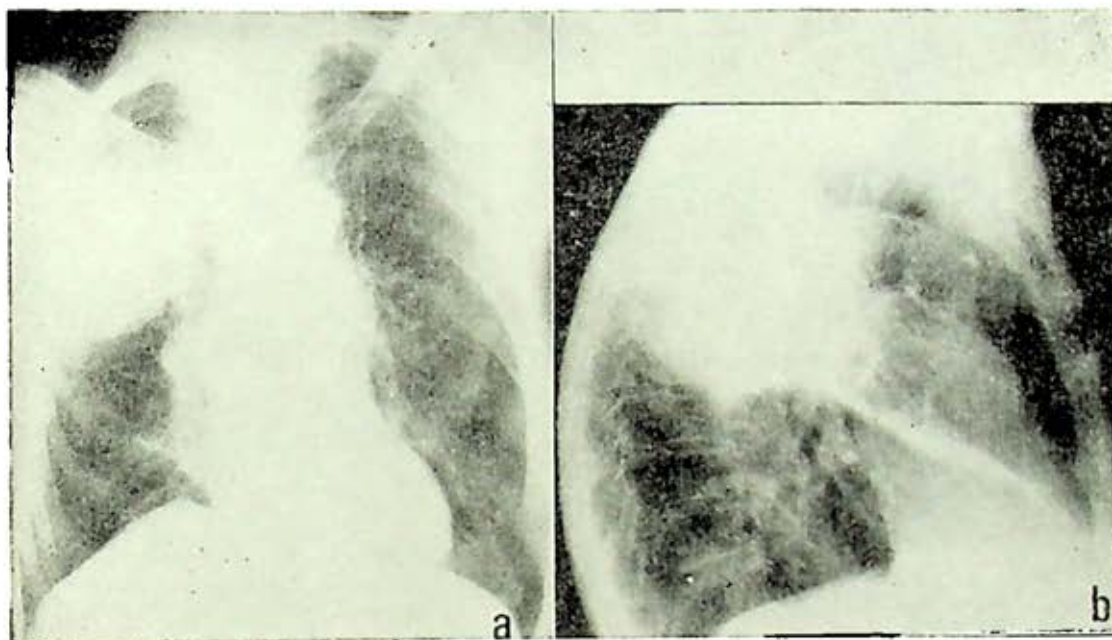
Carcinoma broncogénico epidermoide del lóbulo superior derecho con necrosis tumoral. En la radiografía posteroanterior (a) se observa aumento de opacidad del borde derecho del mediastino superior, por participación ganglionar: la lateral (b) muestra con mayor claridad la rarefacción central del tumor, y presencia de líquido en la cisura oblicua.
